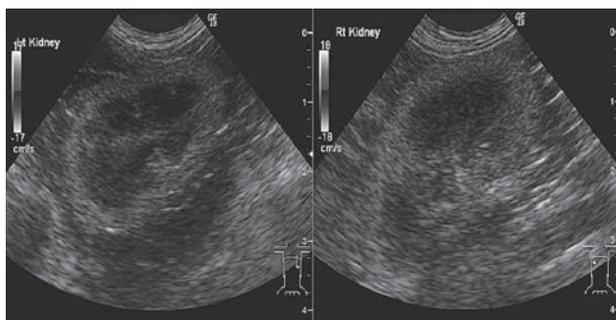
第181病日の左腎（左）と右腎（右）の超音波画像
